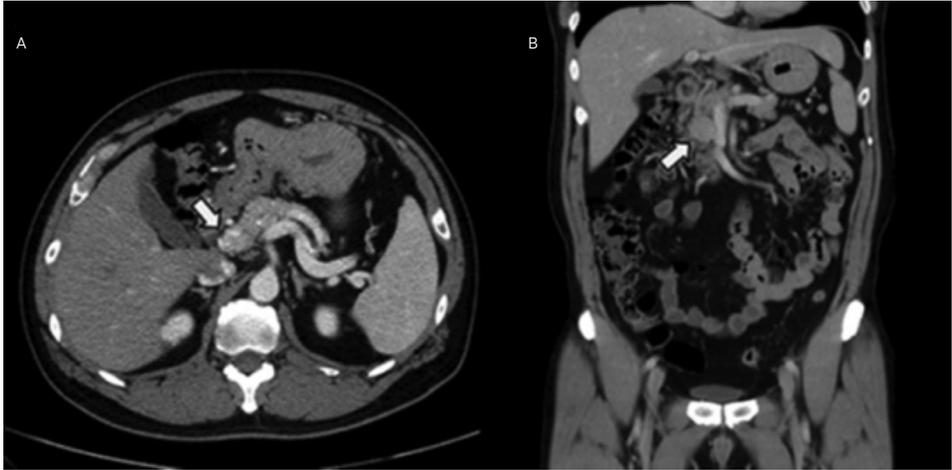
Tomografía abdominal con gastrinoma a nivel pancreático (flecha)
